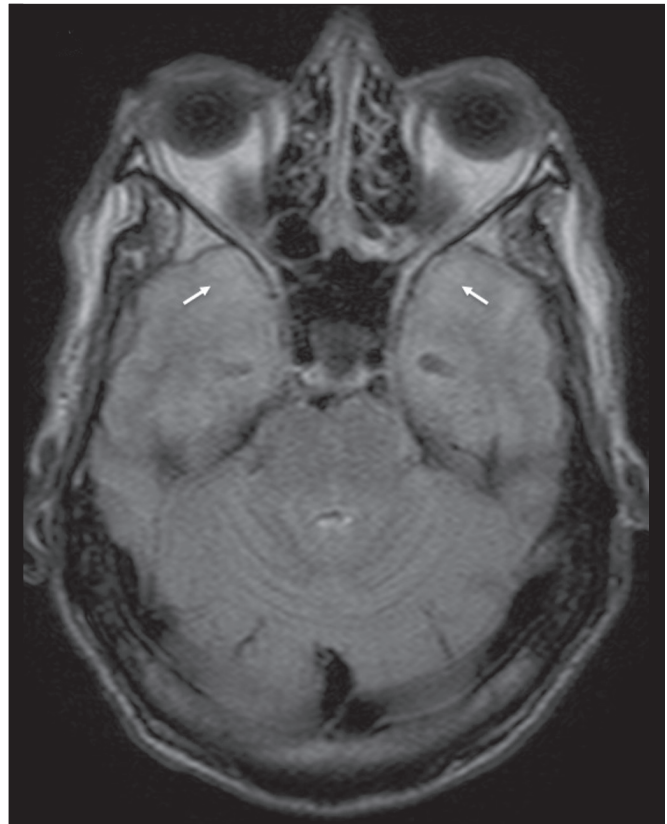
Neurosífilis. Sequência axial FLAIR com hipersinal na substância branca dos lobos temporais.
